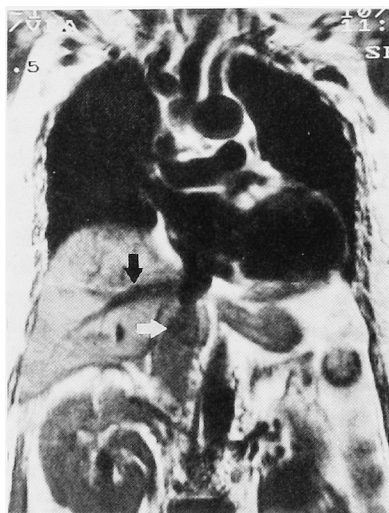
MRI in case 2 shows tumor thrombus (white arrow) extending below hepatic vein (black arrow).
